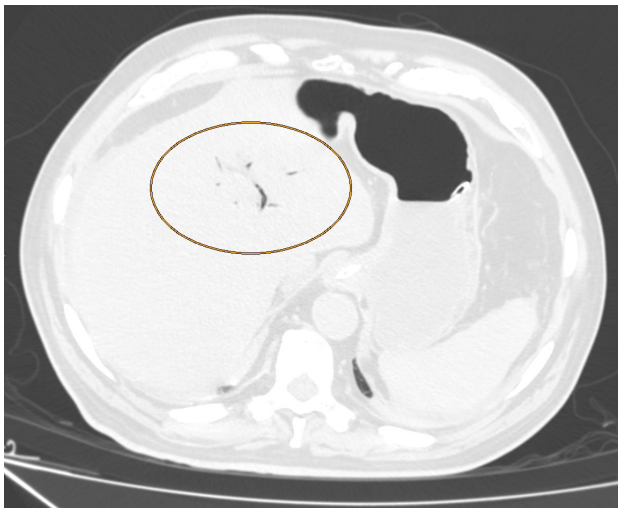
Corte axial de TC con neumobilia, aire dentro de la vesícula. HUTVC.
